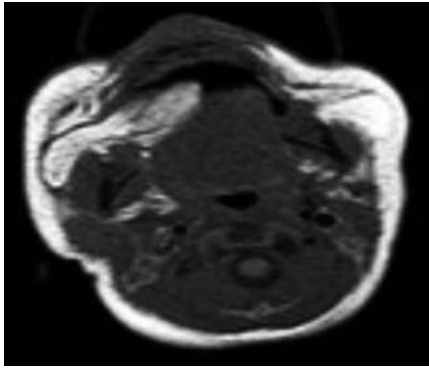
Lesión con comportamiento de grasa en RMN, compatible con herniación intraoral de la bola de Bichat del lado derecho.
